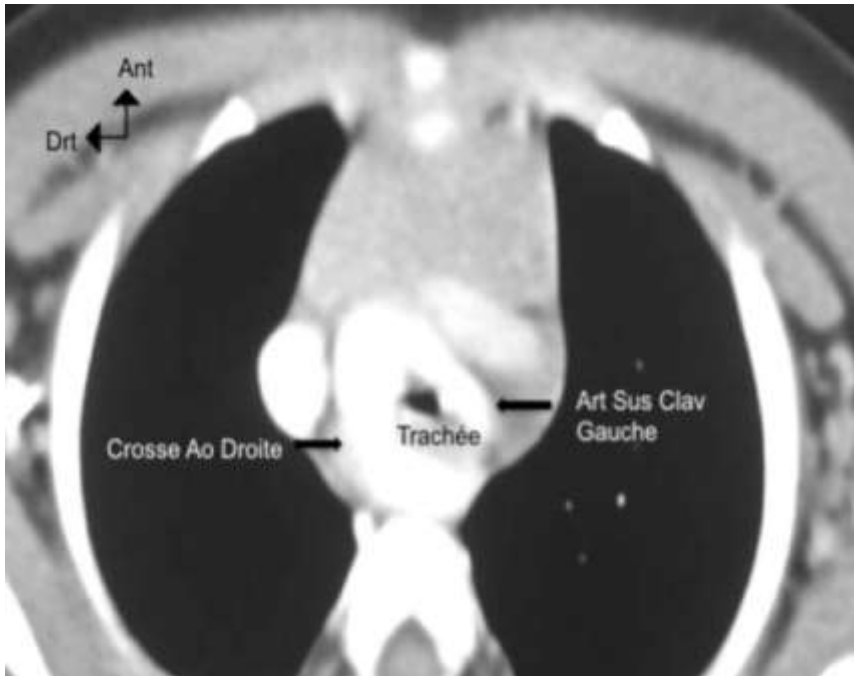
Coupe axiale avec injection de PDC d'une TDM thoracique d'un nourrisson de 22 mois montrant une crosse aortique droite + artère sub-clavière gauche aberrante naissant de la crosse droite avec un trajet pré-trachéo-oesophagien (flèches noires). Pince de l'œsophage et la trachée à environ 15mm au-dessus de la carène
